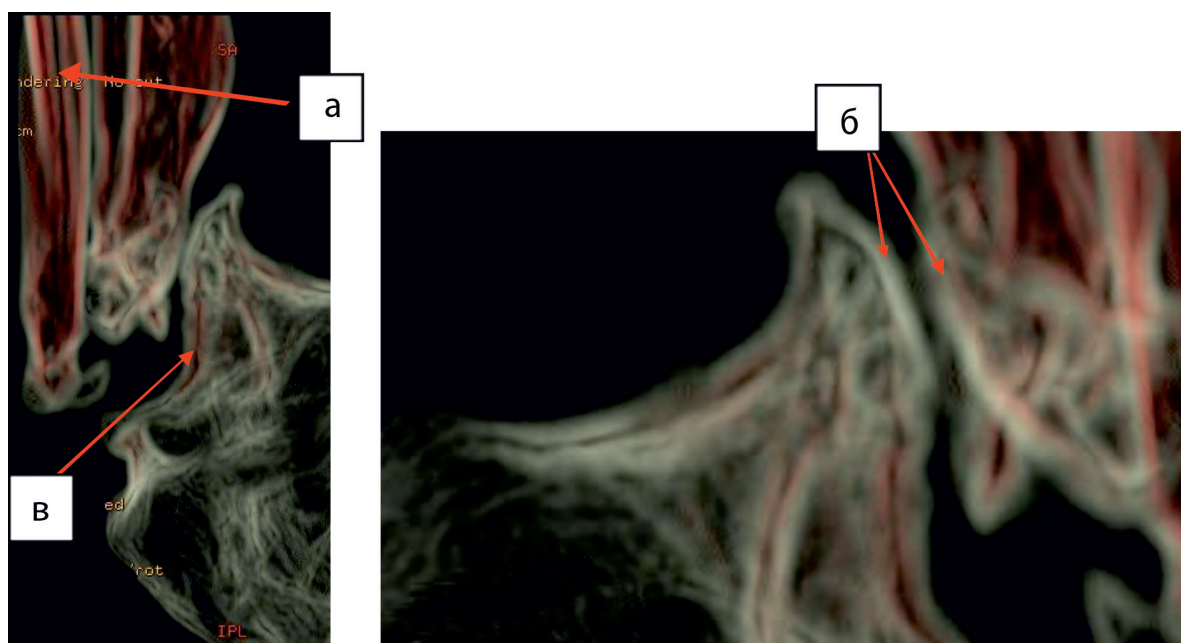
КТ голени больной М., 20 лет. Врожденный ложный сустав костей правой голени, рецидив. VRT, обработка на фильтре Hardware Enhancend. Хорошо визуализируется строение корковой (а) и замыкательной пластинок (б). Остеонный слой замыкательной пластинки (в)
